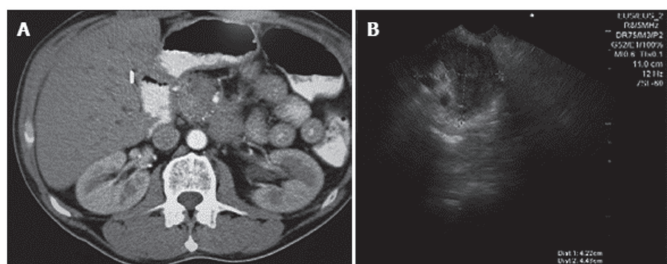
Псевдотуморозный ХП. А: компьютерная томография; В: эндоскопическое ультразвуковое изображение.
